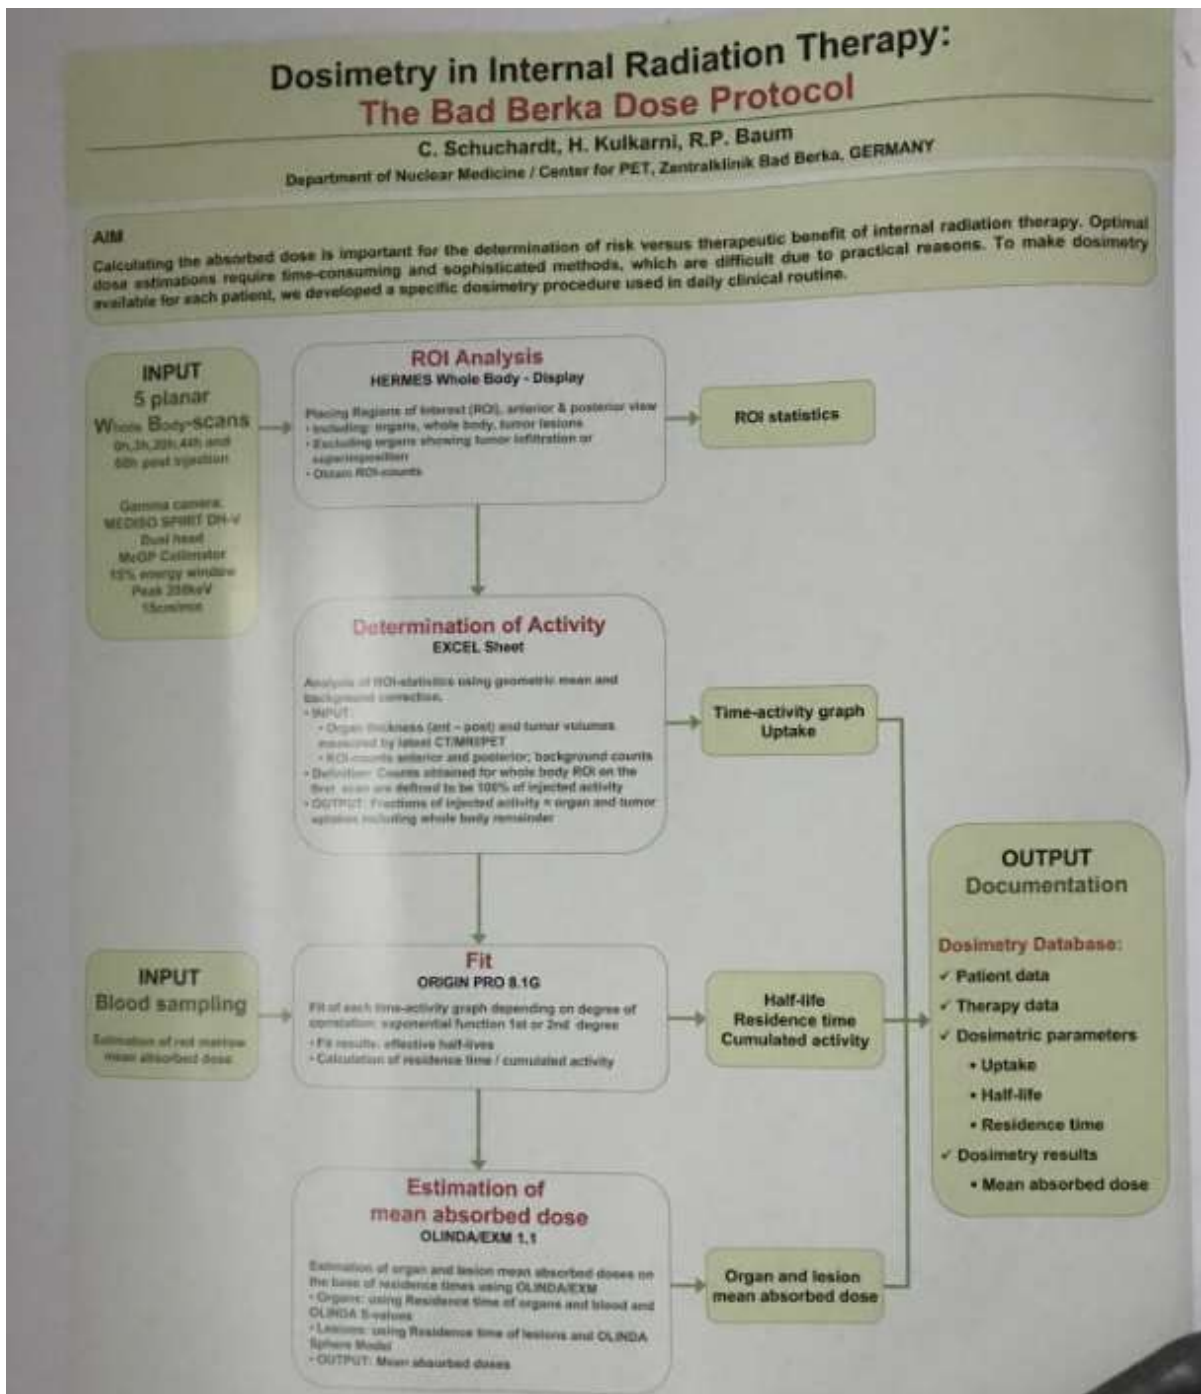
巴特貝爾卡中央醫院劑量評估流程圖。PRLT 患者在住院期間接受五次 WBS，參考 PET/CT 的 3D 影像決定圈選 ROI 範圍，之後做出時間-活度曲線，再比對 PET/CT 結果做校正，平均吸收劑量則以 OLINDA/EXM 軟體做計算。(照片為作者參訪巴特貝爾卡中央醫院時拍攝其展示海報)
